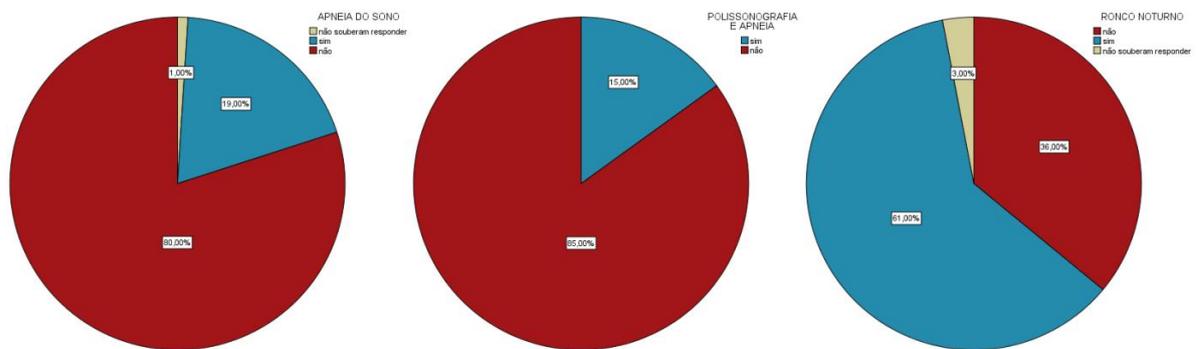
Gráficos em pizza apneia do sono. O primeiro gráfico mostra o percentual de pessoas que fizeram a polissonografia e tiveram o diagnóstico da apneia por meio da polissonografia. O segundo gráfico mostra a quantidade de pessoas dentro da amostra que autodeclararam ter apneia do sono, 4% da amostra que declararam ter apneia do sono não tiveram seu diagnóstico fechado por meio da polissonografia, permanecendo oculto como chegaram a esse diagnóstico. O terceiro gráfico mostra o percentual de pessoas que autodeclararam que roncam.
